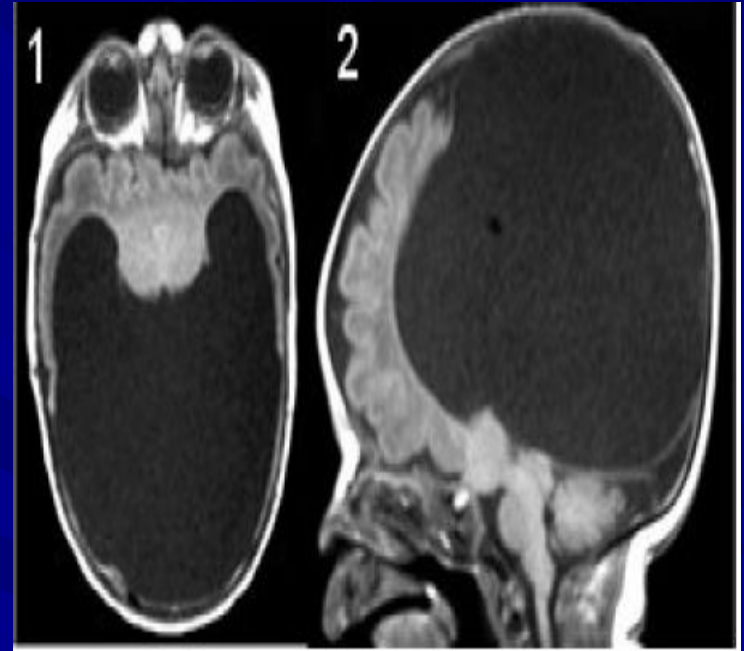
МР-томограми головного мозку при алобарному типі голопрозенцефалії: 1 — аксіальна, 2 — сагітальна проекції.
